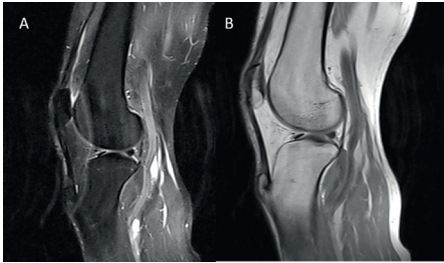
Imágenes de resonancia magnética de rodilla derecha en corte sagital (A) ponderada en T2, (B) ponderada en T1, mostrando: deformación por exostosis redondeada en la tuberosidad anterior de la tibia como secuela de enfermedad de Osgood Schlatter.
